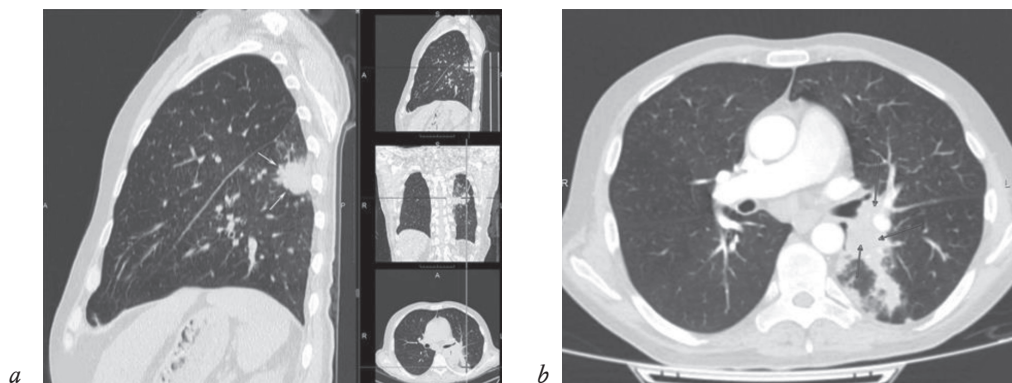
КТ органов грудной клетки: *a* – периферическое объемное образование левого легкого. В плевральных отделах левого легкого с вовлечением в процесс костальной плевры визуализируется объемное образование с неровными бугристыми контурами и периферическим интерстициальным лимфангитом в виде лучистого венчика (белые стрелки); *b* – гиперплазия регионарных лимфоузлов корня легкого (черные стрелки)
